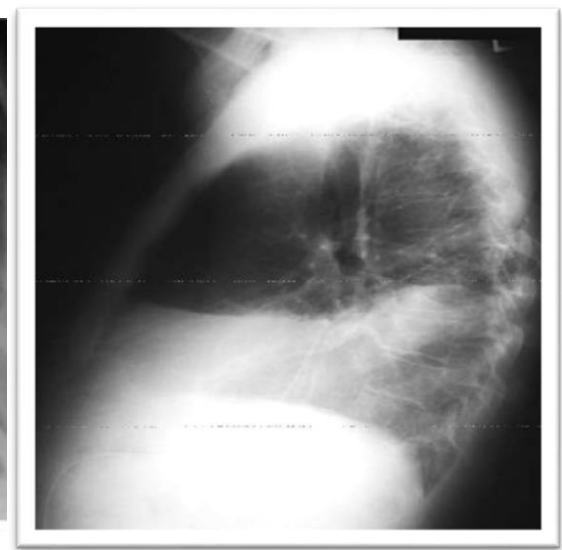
Оглядова рентгенографія ОГК, (бокова проекція) 4- доба постановки діагнозу. Лівобічний ексудативний плеврит.
